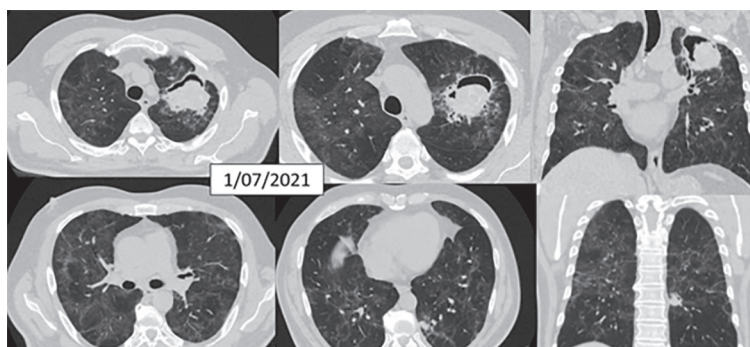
HRCT torace la 2 luni de tratament antifungic a identificat o cavitate cu pereți subțiri, contur neregulat, dimensiuni 6x4,5 cm în lobul superior pe stânga cu micetom intracavitar și aspect de semilună. De remarcat, apariția bronșiectaziilor cilindrice în imediata vecinătate a cavității și comunicarea acesteia cu una din bronhiile dilatate, mai clar vizualizată în reconstrucția coronală. Micșorarea cavității din lobul inferior stâng până la 2 cm.
